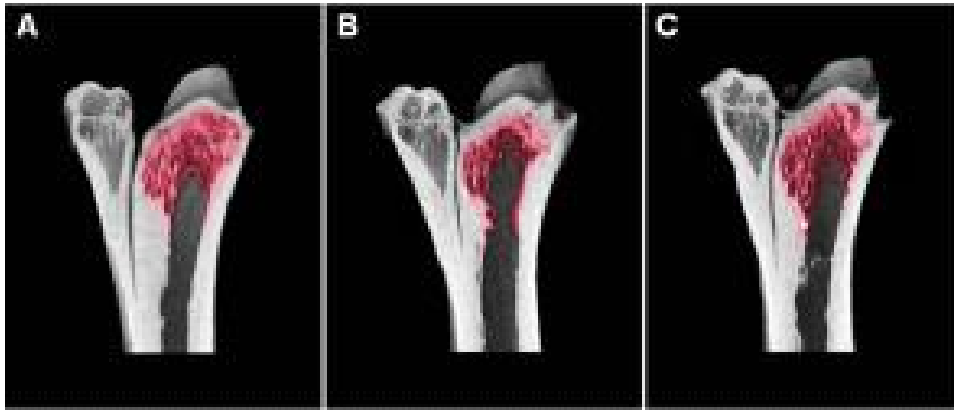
3D reconstruction images of tibial distal part, using Micro-CT analysis. A; control-young(비투여어린군), B; control-old(비투여고령군), C; ginseng-old(인삼투여고령군)
